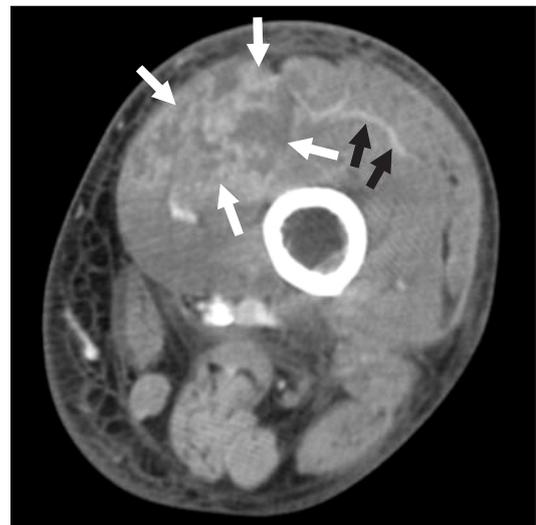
Axial post-contrast computed tomography scan of the left thigh shows enlargement and low attenuation in the adductor and vastus medialis muscles with peripheral irregular enhancement (white arrows) and central enhancing foci. Note well fixed ring enhancement (black arrows) surrounding vastus intermedius muscle. There are many strands in the subcutaneous fat indicative of edema.
